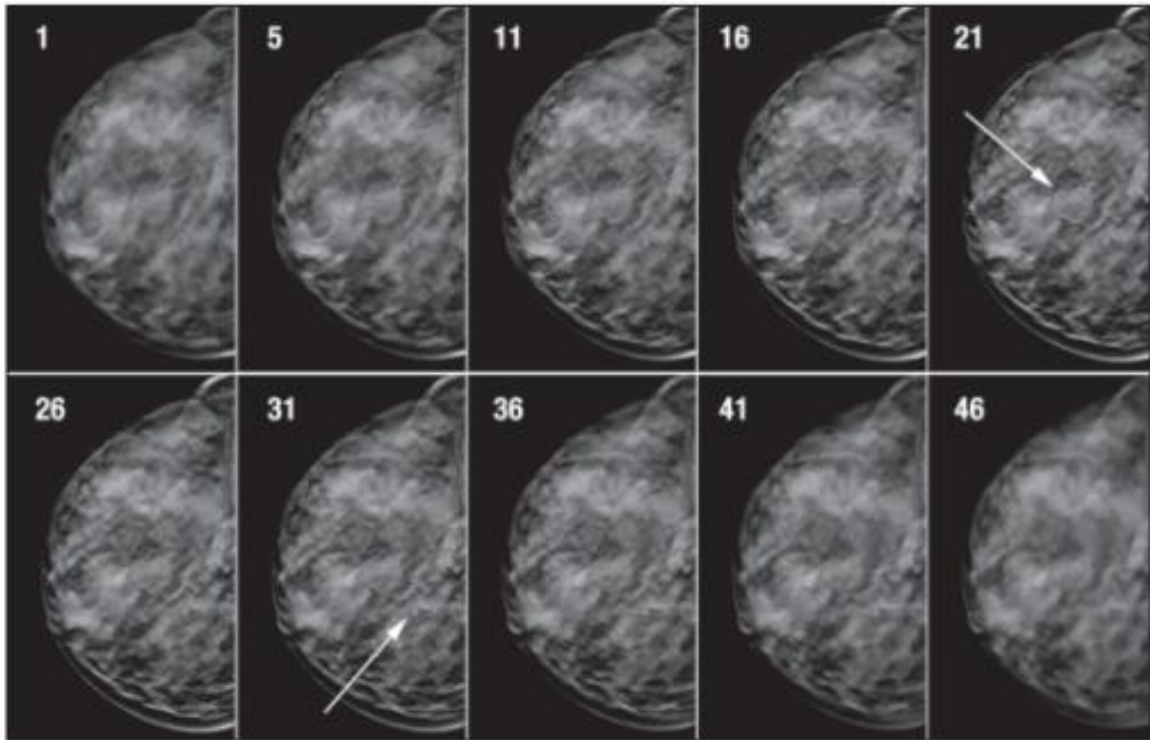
Imagens de Reconstrução de TDM de CC direita, indicando achados distintos nos cortes 21 e 31(setas).
